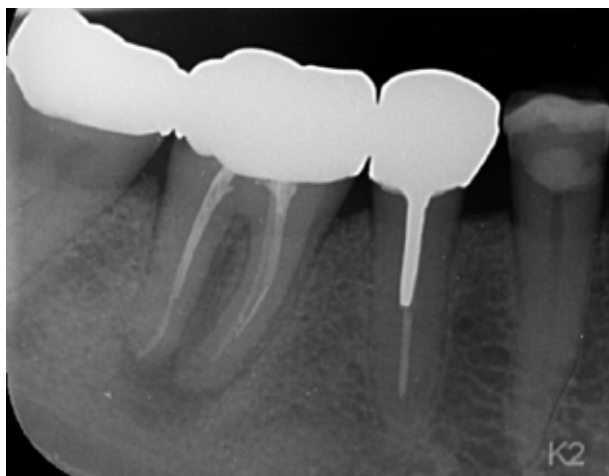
Patient with pain s.v.t. 6-. Klinisk ses 8 mm poche facialt og fistel. På intraoral optagelse ses apikal opklaring samt insufficente rodfyldninger. CBCT-scanning viser knogletab til apex s.v.t. den distale rodkomponent samt apikal opklaring s.v.t. den mesiale rodkomponent. Patienten bør derfor informeres om, at prognosen for endodontisk revision må forventes at være dårligere, end hvis der havde været tale om en lokaliseret peri-apikal patologisk forandring.
